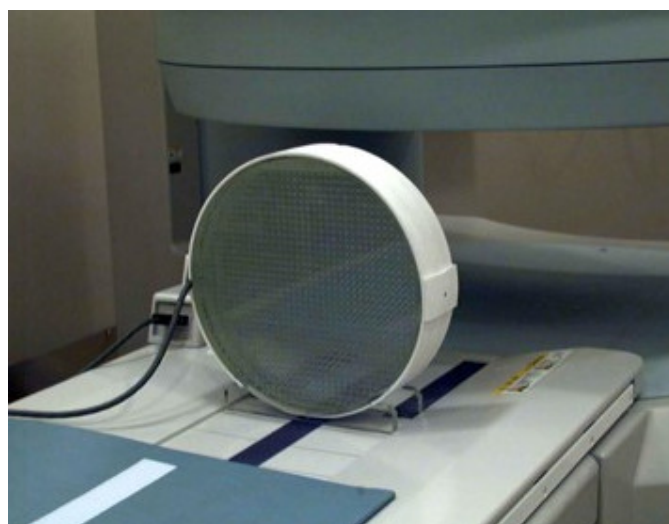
MRI ゆがみ補正用ファントム
